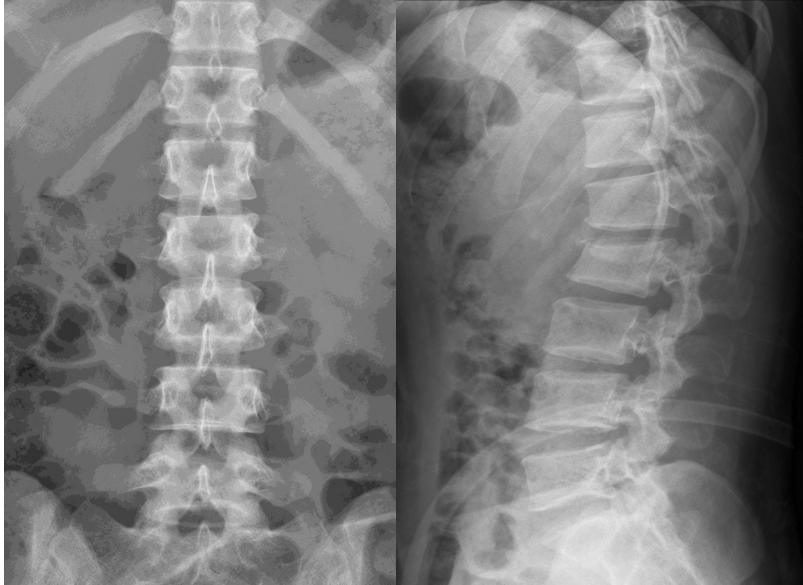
X-ray reveals Wide gap between L1 and L2 spinous processes, and L2 both transverse process fractures in the AP & lateral.
